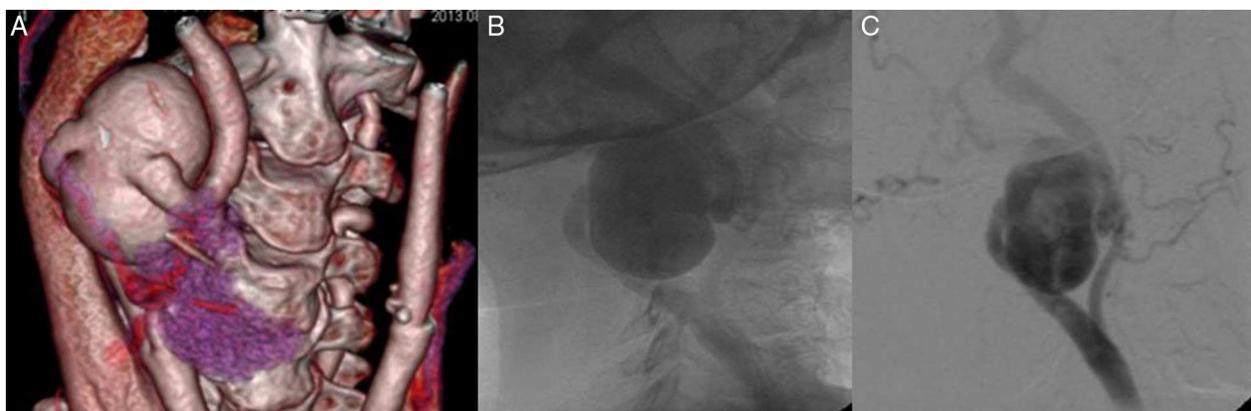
A) Angio-TC. B) Angiografía. C) Angiografía con sustracción.
